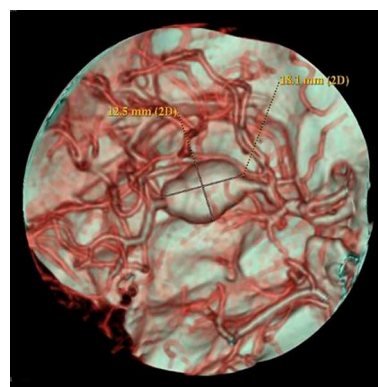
КТ-АГ, после 3D реконструкции. Крупная аневризма размерами 18,1 и 12,5 мм.
